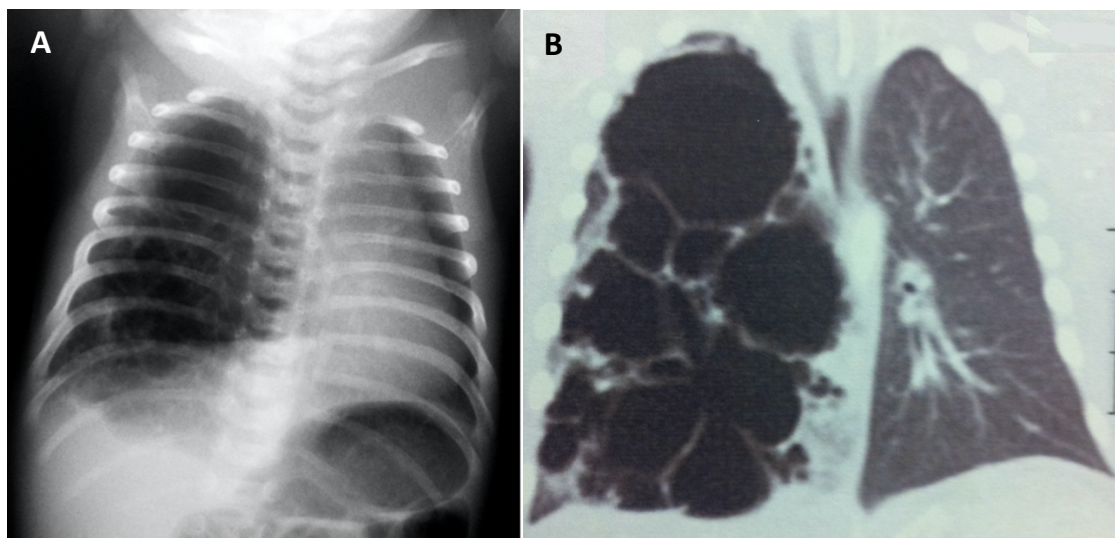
CPAM tipo 1 (classificação de Stocker) afetando o lobo inferior direito. A: Raio-x, ântero-posterior. B: CT, plano coronal. Arquivo pessoal dos autores.
